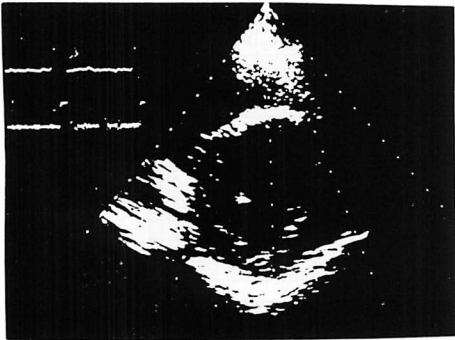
Left ventricular short-axis echocardiogram at the PM level and evaluation of segmental wall motion in a representative case with DCM.
